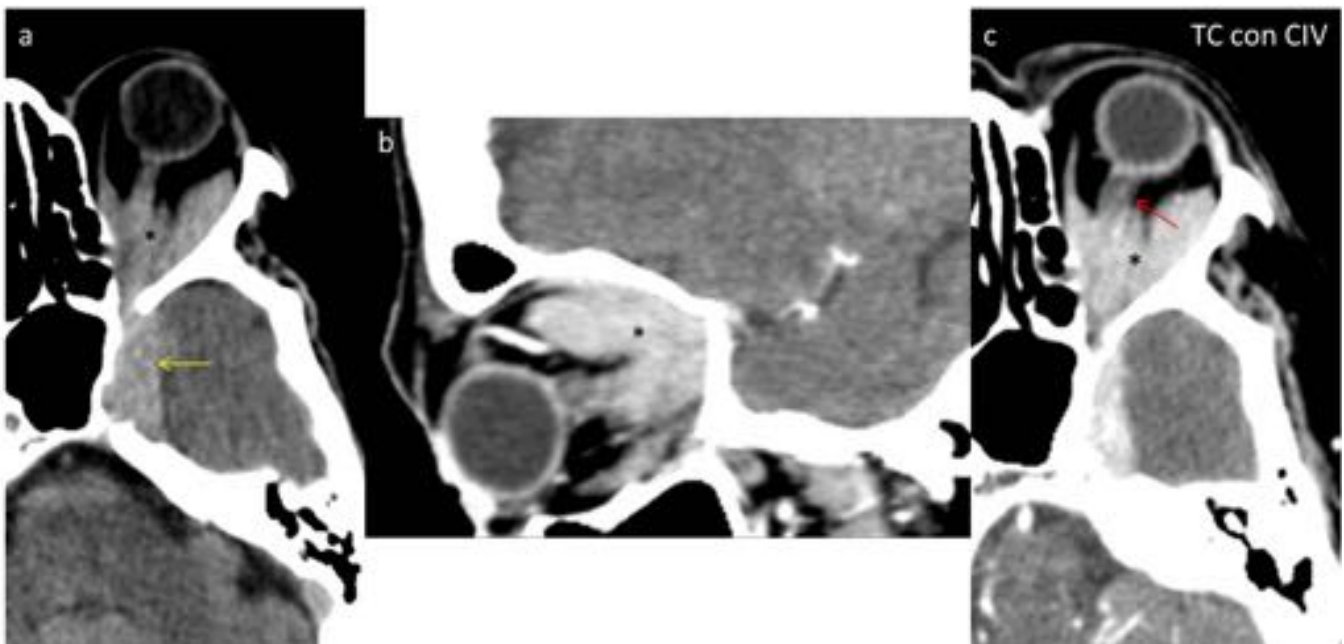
Linfoma: Reconstrucciones de TC en planos axial (a y c) y sagital (b). Tumoración infiltrativa (*) que afecta a los músculos rectos de la órbita izquierda (medial, lateral y superior), espacio extraconal y nervio óptico (flecha roja imagen c). Homogénea y realza intensamente tras contraste intravenoso (b y c). Globo ocular no infiltrado aunque con proptosis. En fosa temporal derecha se observa segundo foco tumoral infiltrativo de semejantes características (flecha amarilla en imagen a).
